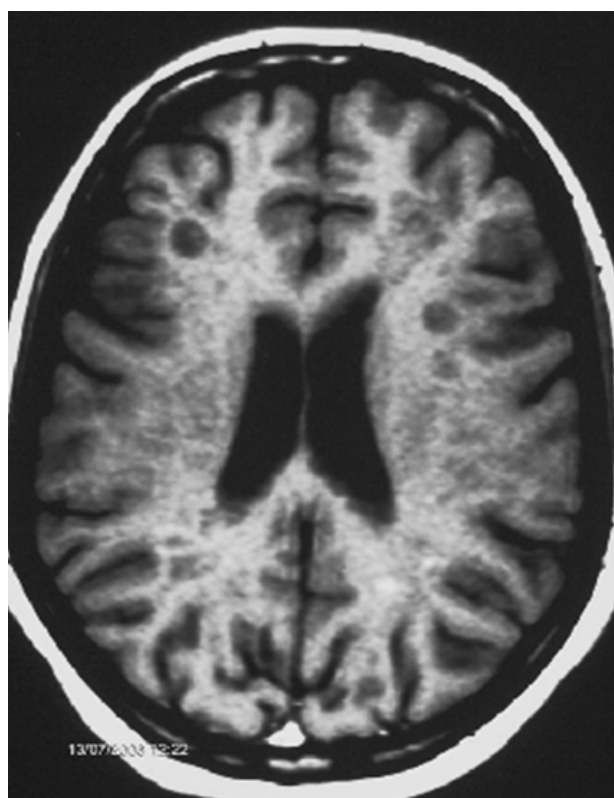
IRM encéphalique en coupe axiale: lésions multiples en hyposignal T1 (trous noirs) au niveau de la substance blanche périventriculaire et juxtacorticale (173).
